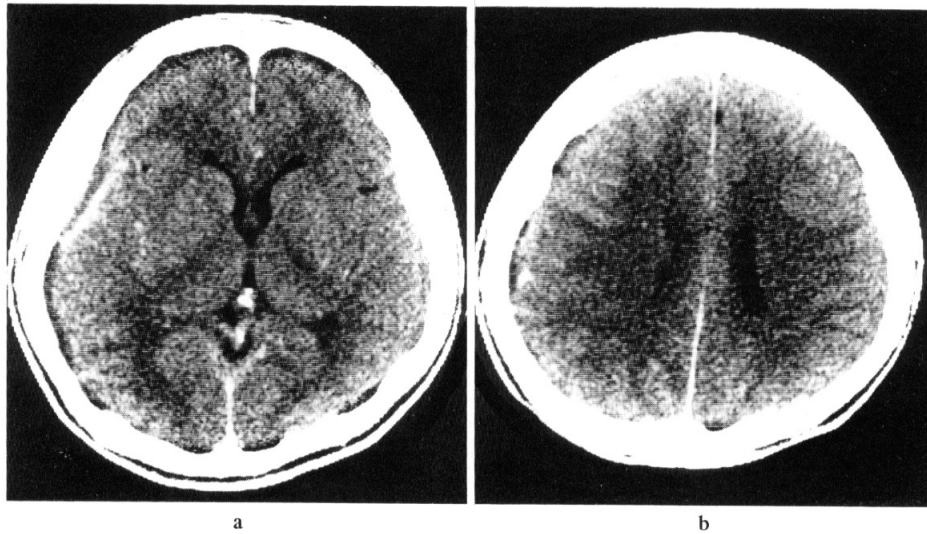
Contrast enhanced CT on the 17th day. Subdural empyema is demonstrated with incompletely enhanced wall. Note the enhancement of the Sylvian fissure and the gray matter of the left cerebral hemisphere.
